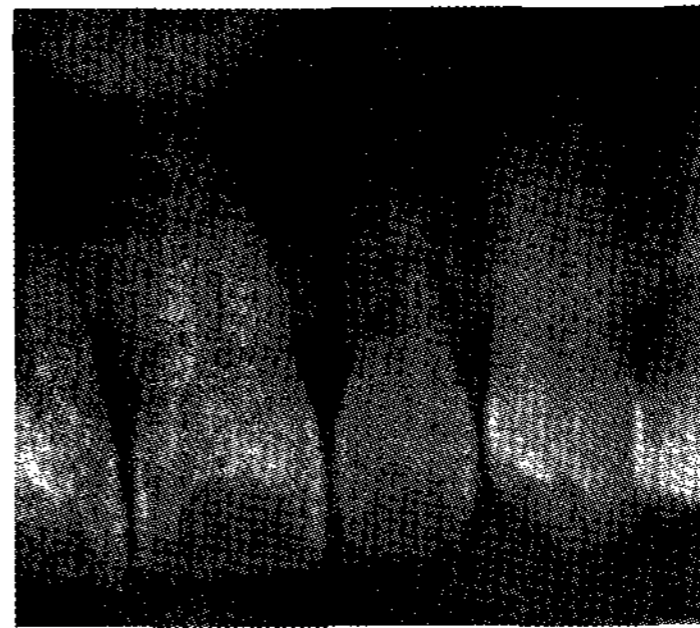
Radiographic image showing the horizontal root fracture.
